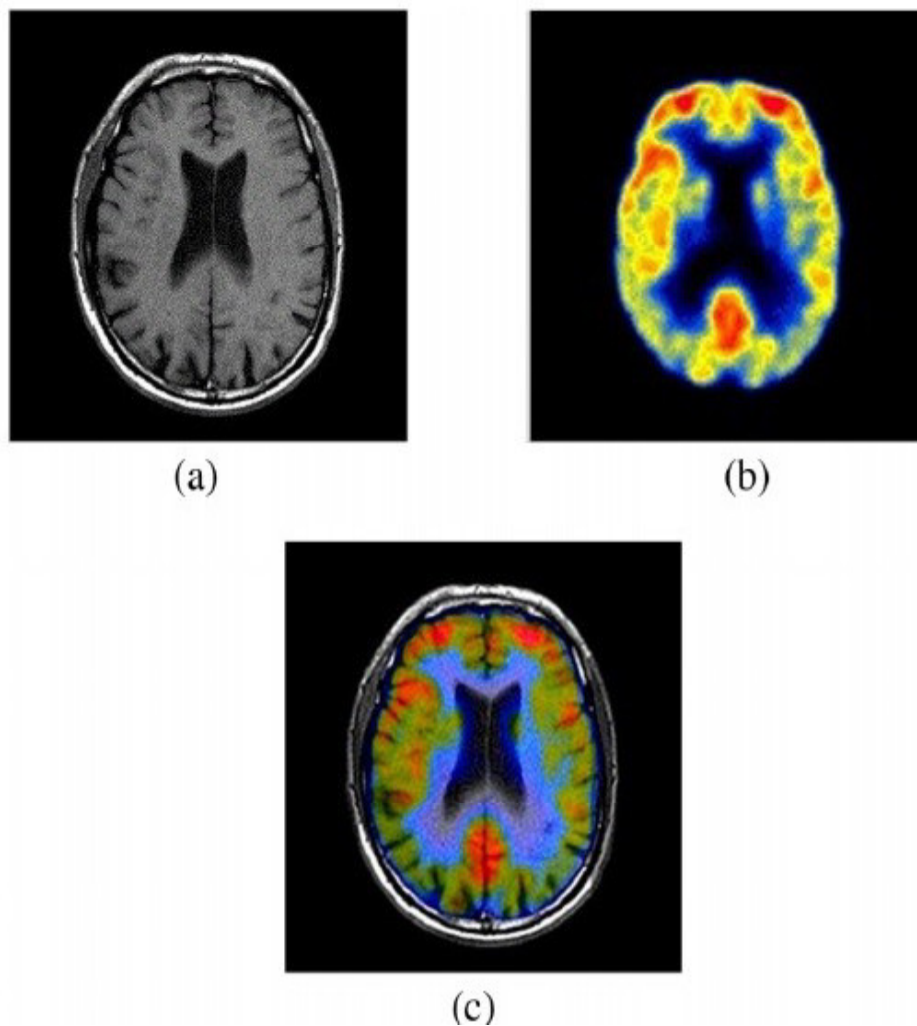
Representação ilustrativa de métodos de diagnóstico. (a) MR; (b) PET-FDG; (c) Fusão de Imagem. Adaptado de (Bhateja et al., 2016)
